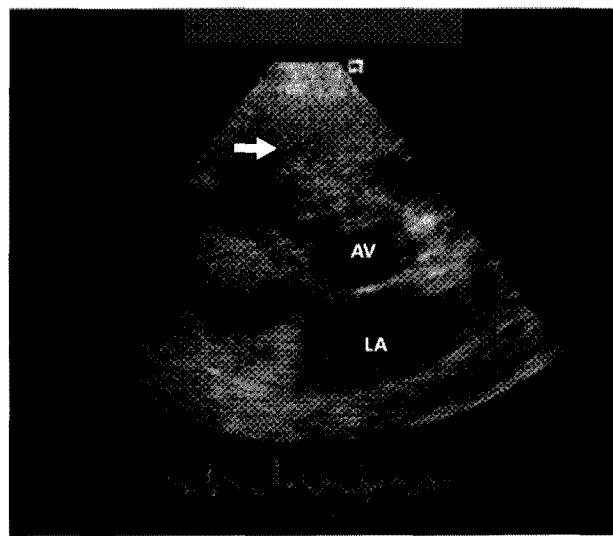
Parasternal long axis view of transthoracic echocardiography shows huge vegetation on pulmonic valve (Arrow=Vegetation; AV=Aortic valve; LA=Left atrium).
